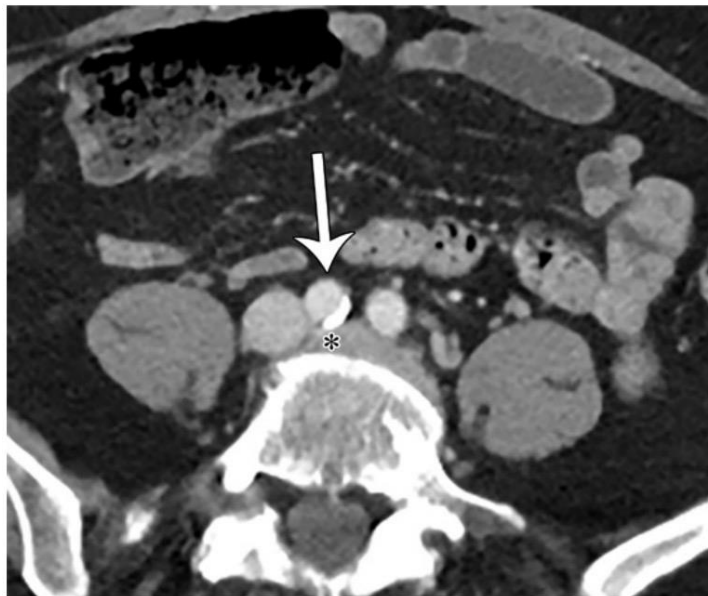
Image de TDM axiale montrant une compression de la veine iliaque gauche (*) dans le syndrome de May-Thurner
